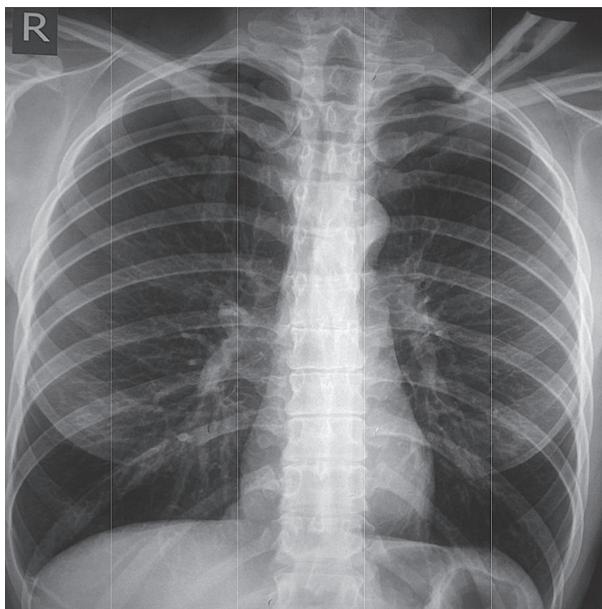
Рентгенограма органів грудної клітини від 04.03.2017 р.
